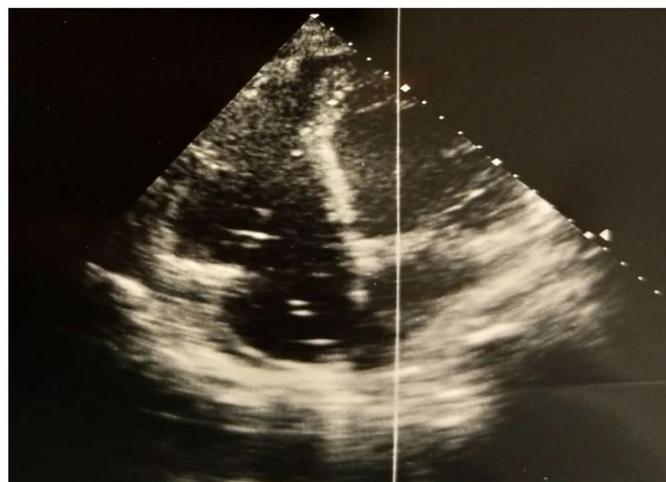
Echocardiographie de contrôle à J 21 montrant une disparition de la végétation
